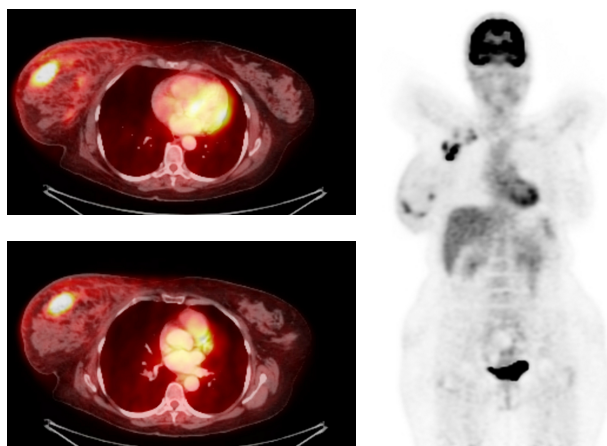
Протоковый рак правой молочной железы. SUV_{max}=5,6, метастазы в над- и подключичных лимфоузлах. Максимальный SUV=4,2
